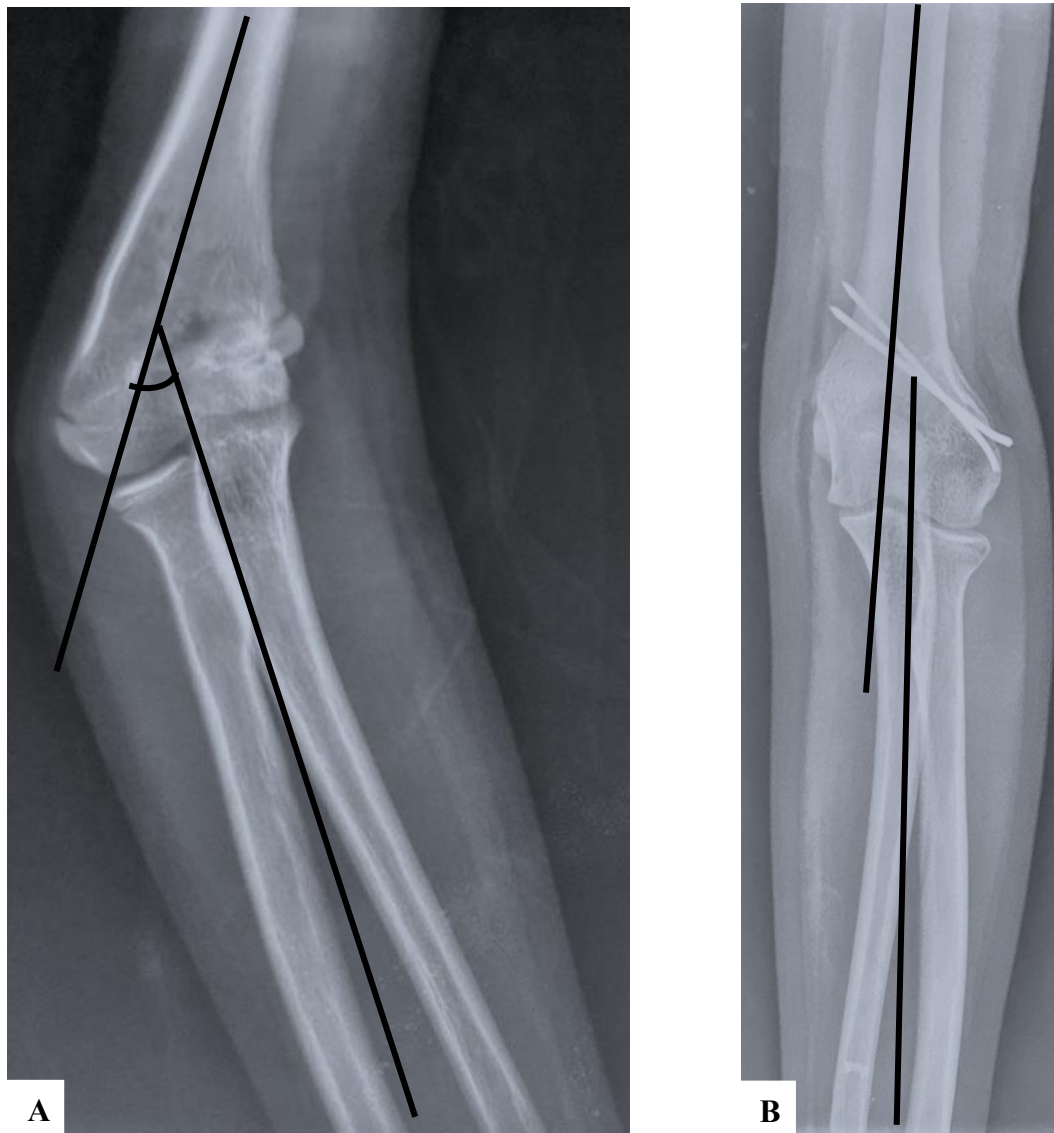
Radiographie du coude droit de face en extension en pré (A) et post (B) opératoire d'une fille de 13 ans ayant un varus à 35° suite à un traumatisme du coude droit manipulé par "Jebbar" il y a 5 ans, un carrying angle préopératoire de -30° après 6 mois de son ostéotomie latérale de soustraction et qui montre un carrying angle à +2°
